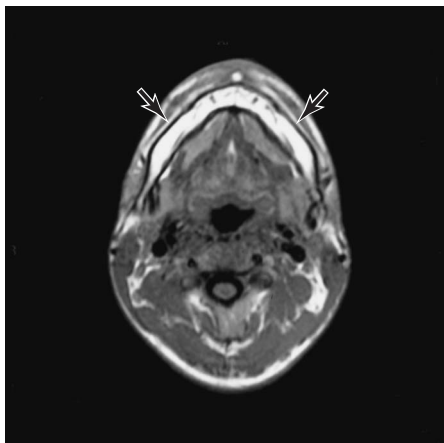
正常下顎骨のスピンエコー法のT1強調横断像：下顎骨骨髓は脂肪髄により高信号を呈している(矢印)
